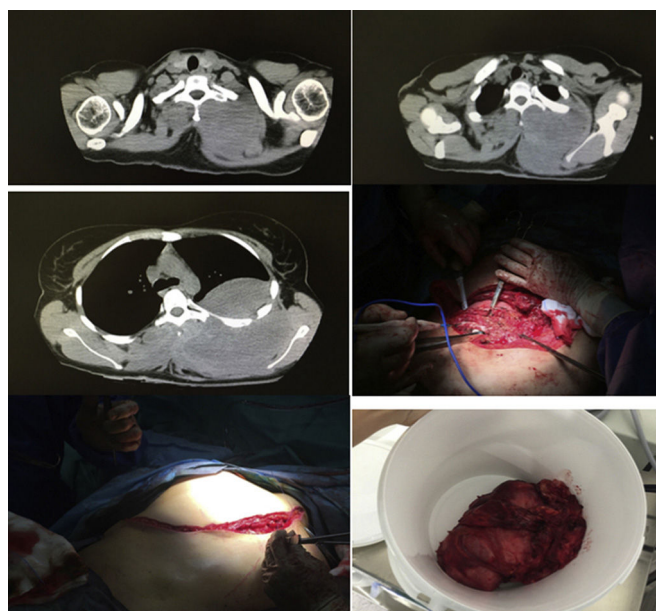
Imagen TAC de un tumor desmoide gigante de pared torácica con crecimiento extra e intratorácico e imagen de la resección quirúrgica.
